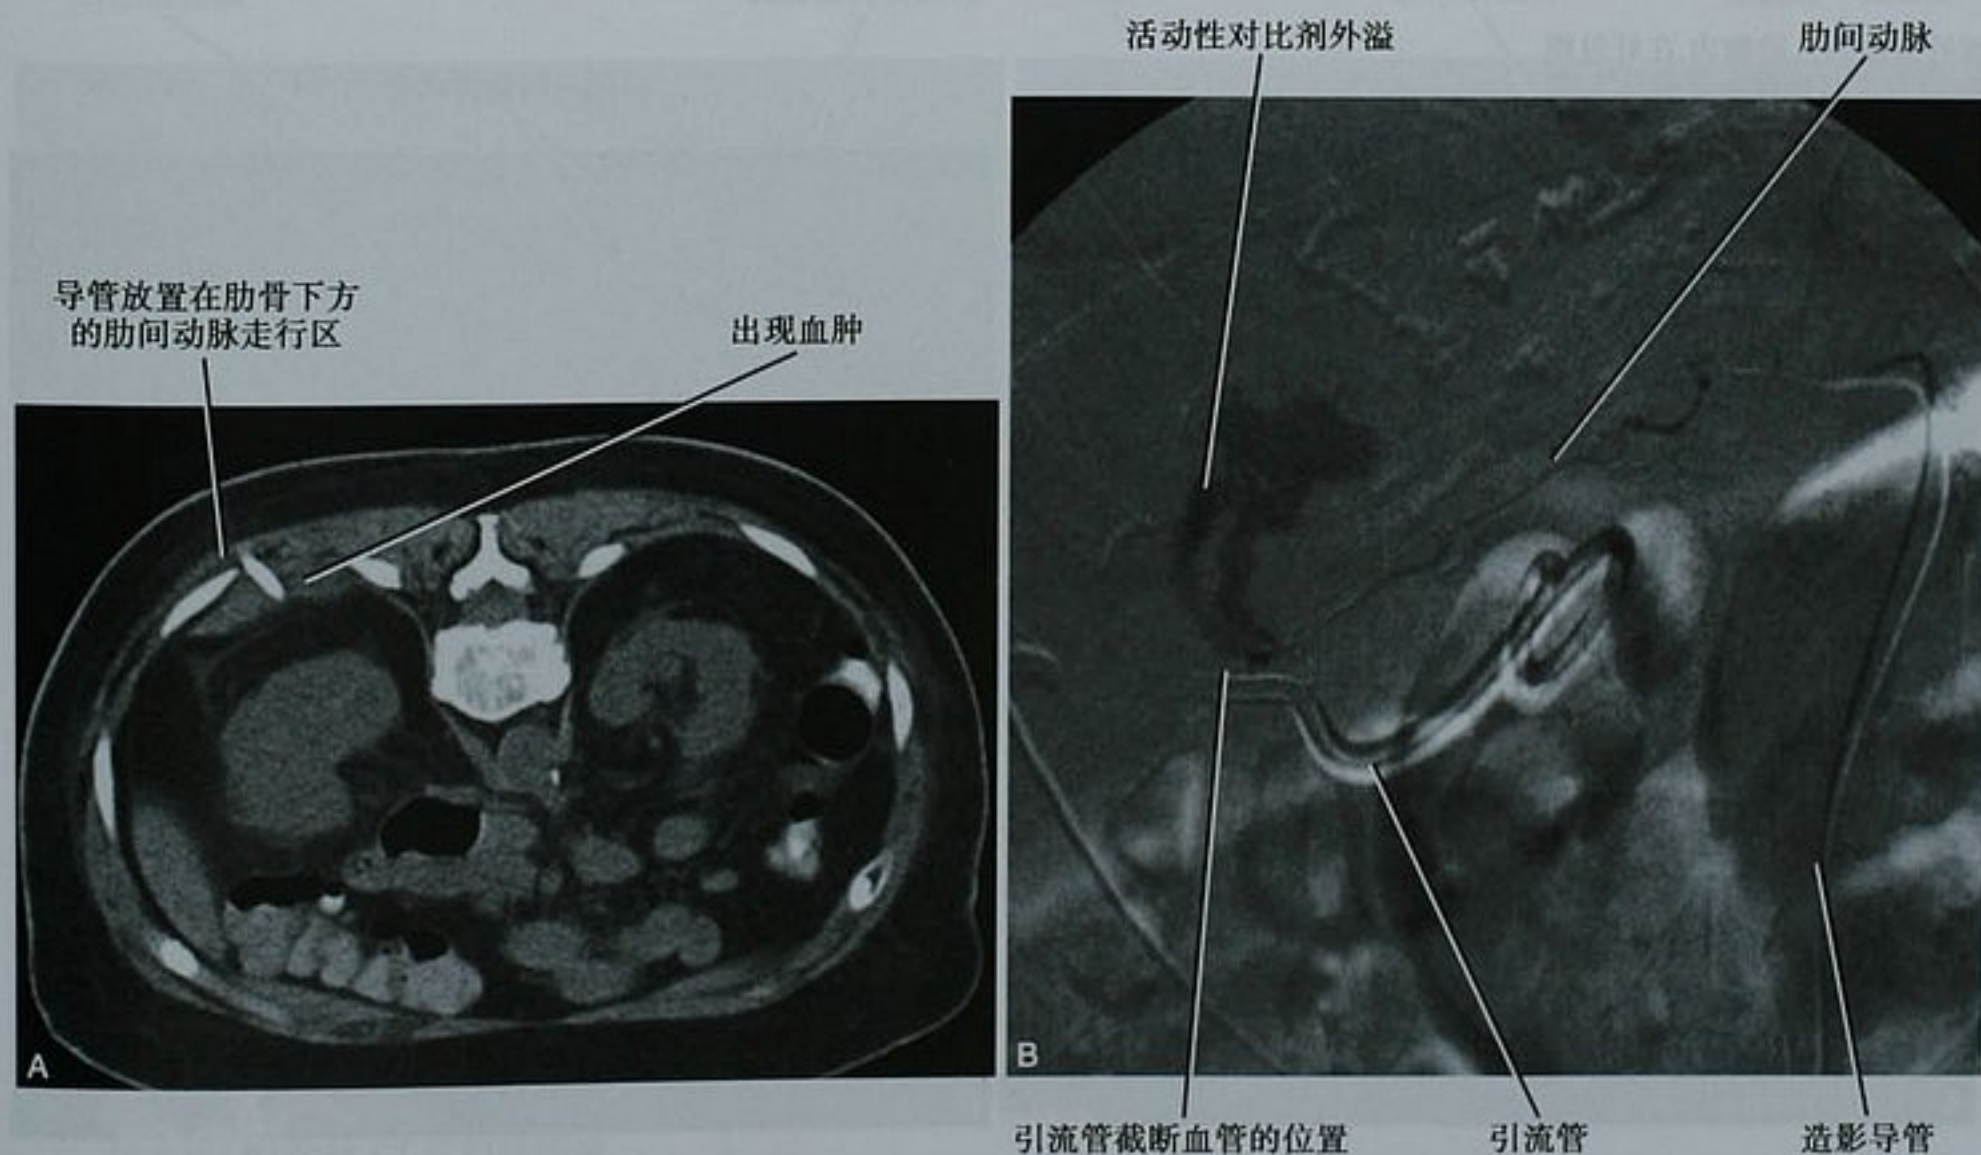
腹腔积液(其他层面可见)患者,经肋间置入引流管后行 CT 横断面扫描(A),在患者出现血流动力学不稳定后行血管造影(DSA)(B)。断裂的肋间动脉被栓塞
